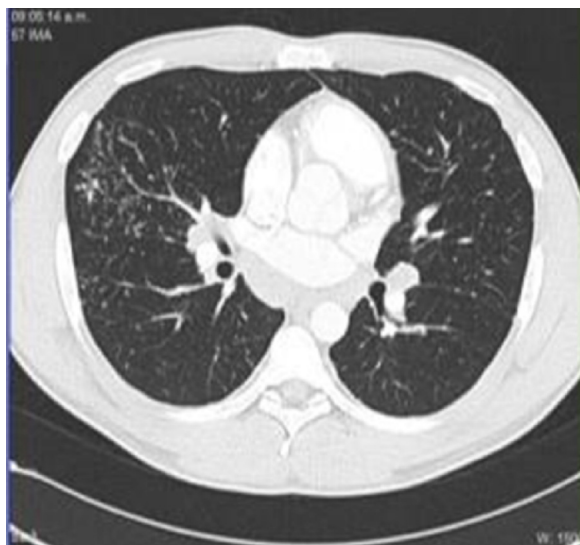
TAC de tórax con opacidades en árbol en gemación en el hemitórax derecho.
